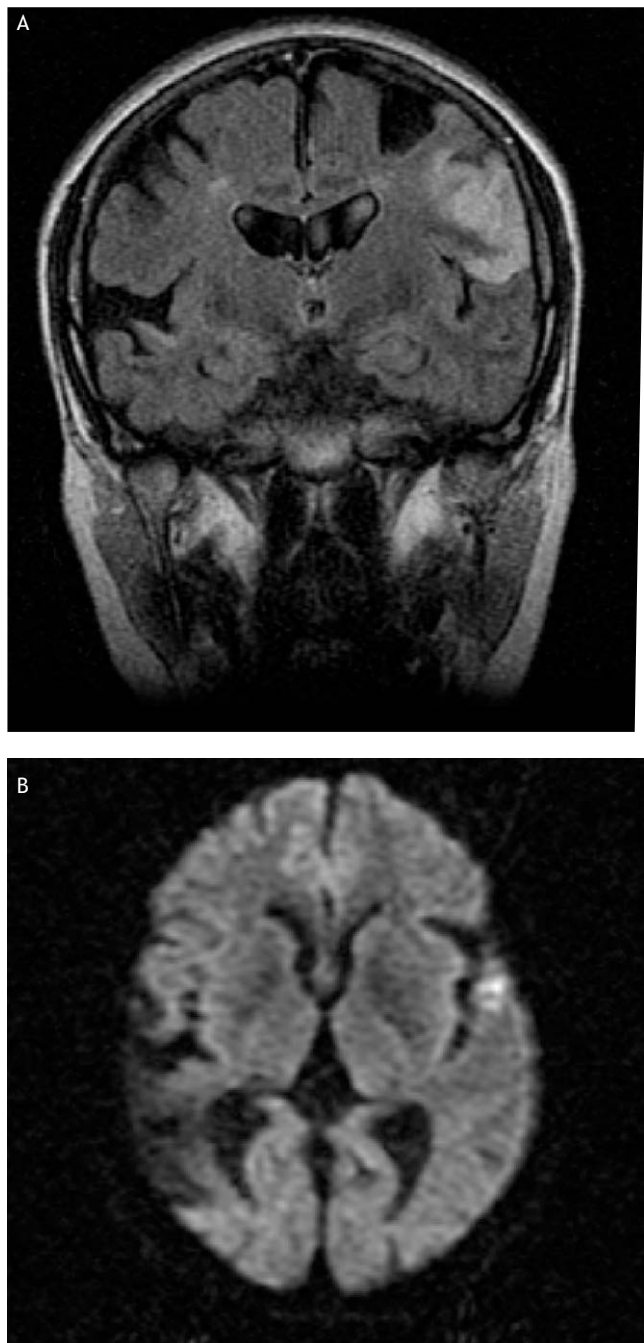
Resonancia magnética cerebral. A: corte coronal en secuencia FLAIR donde se evidencia una hiperintensidad de señal a nivel del opérculo frontal izquierdo. B: corte axial en secuencia de difusión donde se evidencia una hipointensidad a nivel parietooccipital derecho que afecta al opérculo derecho y una hiperintensidad a nivel del opérculo izquierdo indicativas de lesión isquémica crónica derecha e isquémica aguda izquierda, respectivamente.
